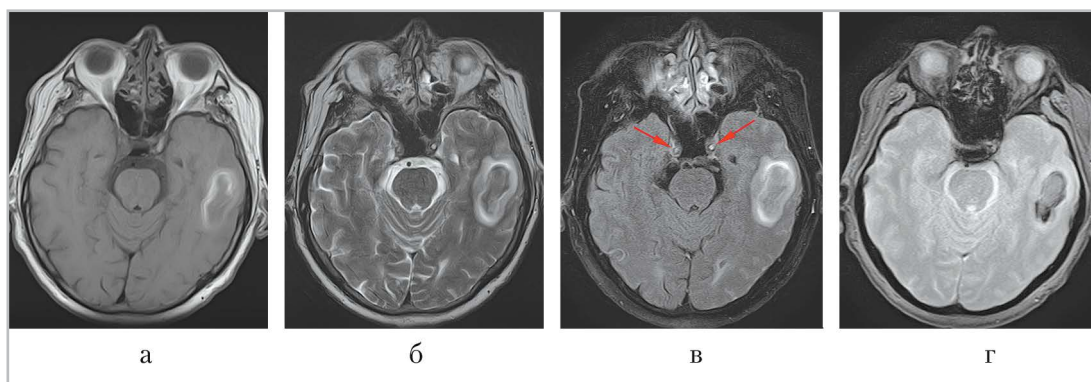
МР-томограммы головного мозга в аксиальной плоскости, T1-ВИ (а), T2-ВИ (б), FLAIR ИП (в), T2*-ВИ (г). В левой височной доле определяется внутримозговая гематома в острой стадии. Обращает на себя внимание повышение МР-сигнала от обеих внутренних сонных артерий на FLAIR ИП (красные стрелки)
